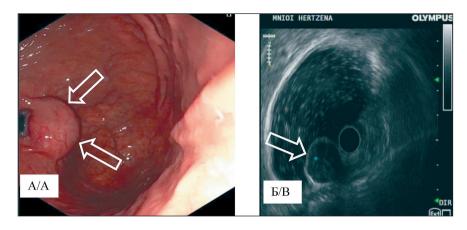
A – опухоль КЭП, покрытая неизмененной слизистой оболочкой; Б – эндосонографическое изображение опухоли Fig.1. A – CET tumor covered with unchanged mucous membrane; B – endosonographic representation of the tumor
